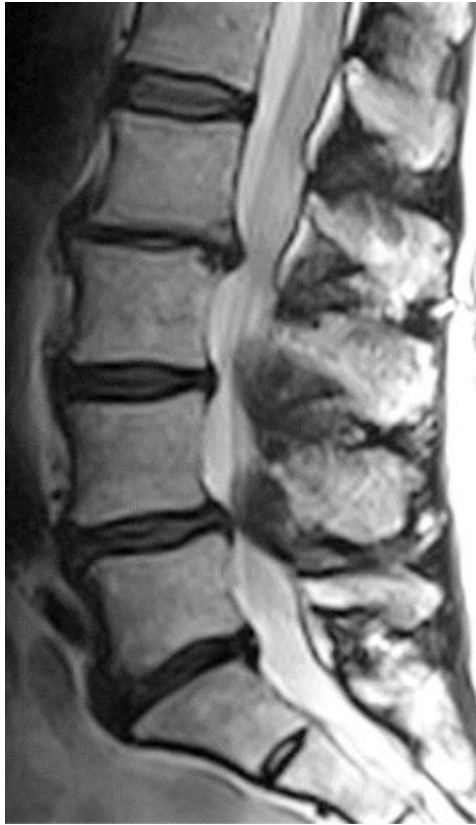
МРТ-зображення спондилолістезу L4-L5 [22]
